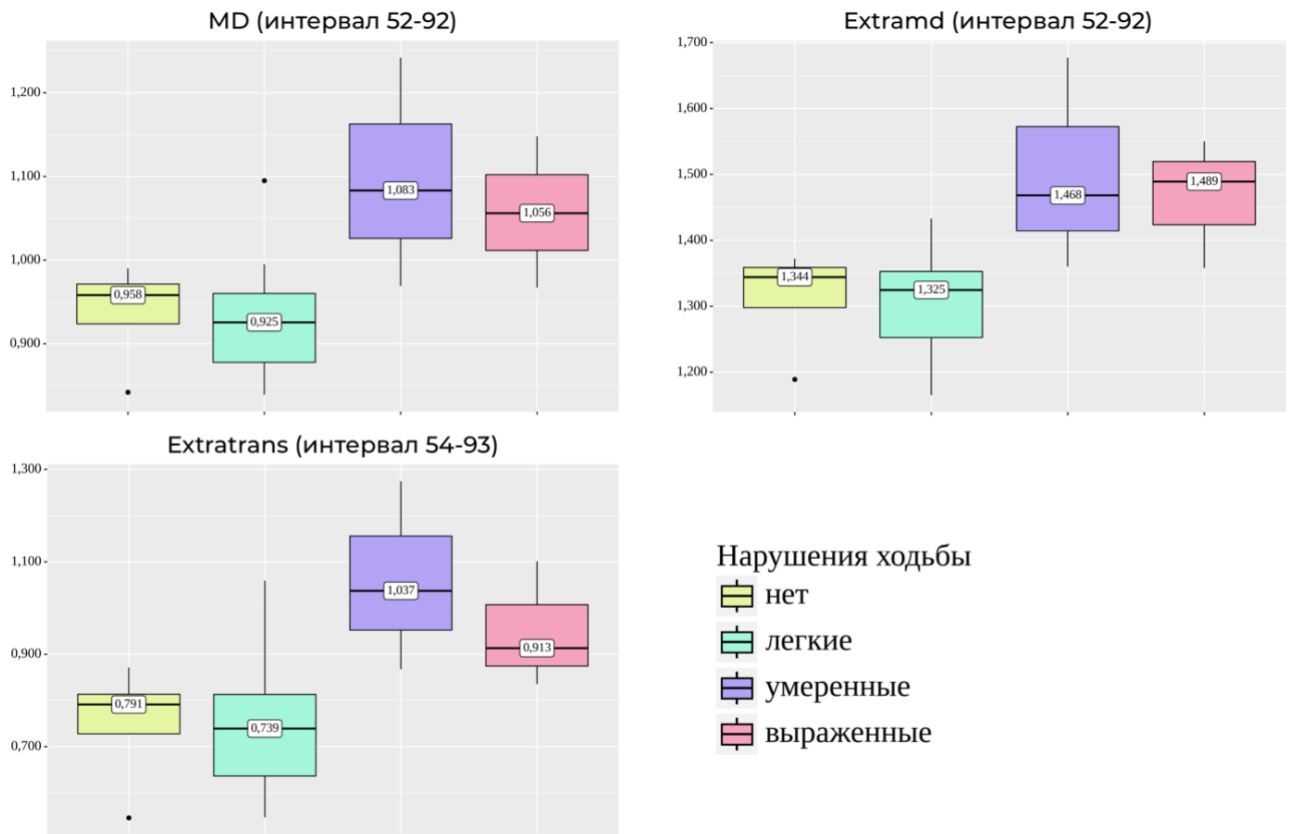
Диффузионные метрики левого КСТ, которые показали статистически значимые различия при разной степени нарушений ходьбы.
